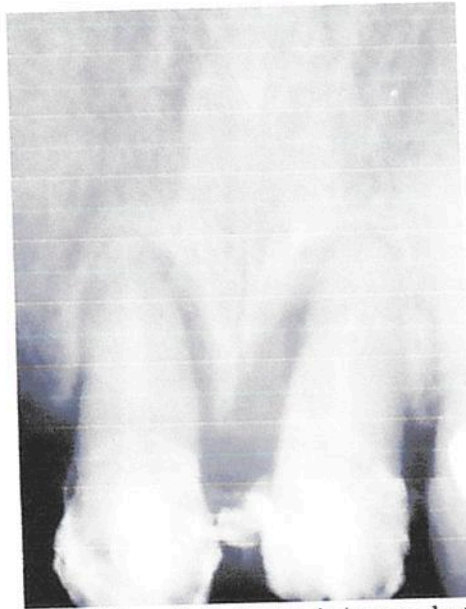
Radiografía inmediata a la cirugía órganos dentarios 11 y 21.
